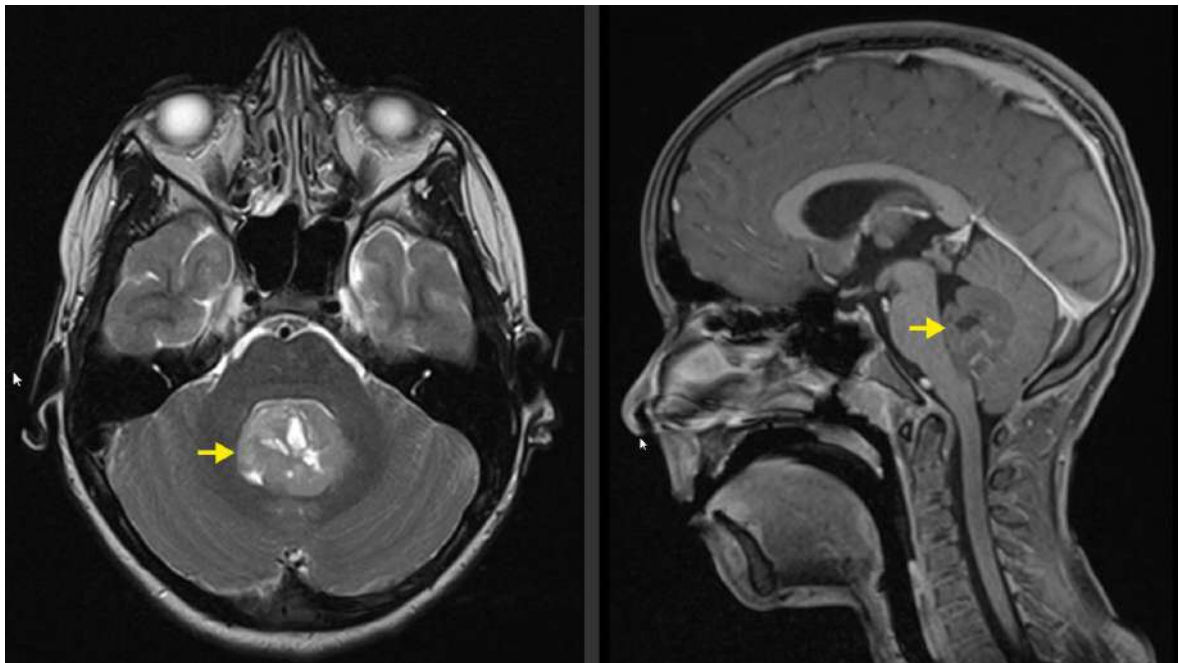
IRM cérébrale d'une fillette de 9 ans présentant un médulloblastome (flèches jaunes).
